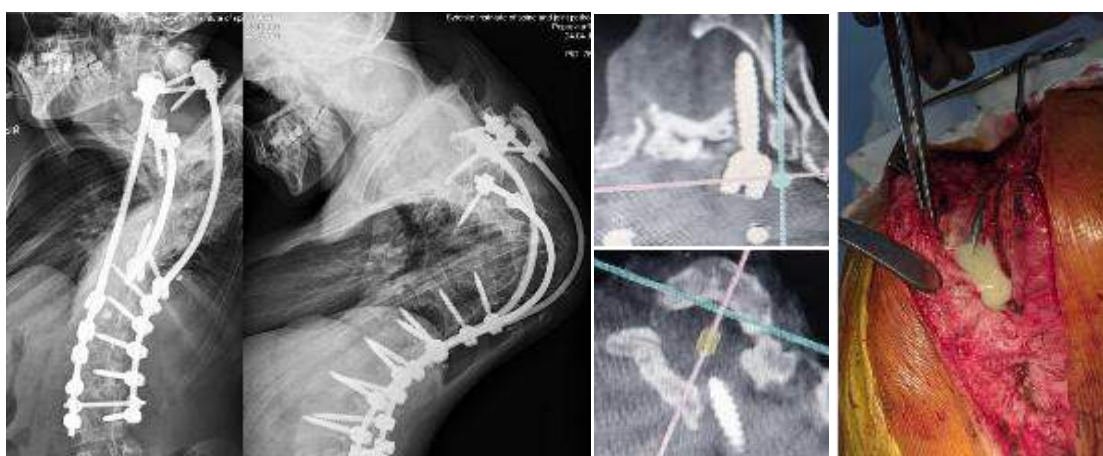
Рентгенограми КТ та зовнішній вид операційної рани хворих із нестабільністю та некоректним проведення гвинтів, глибоке нагноєння
